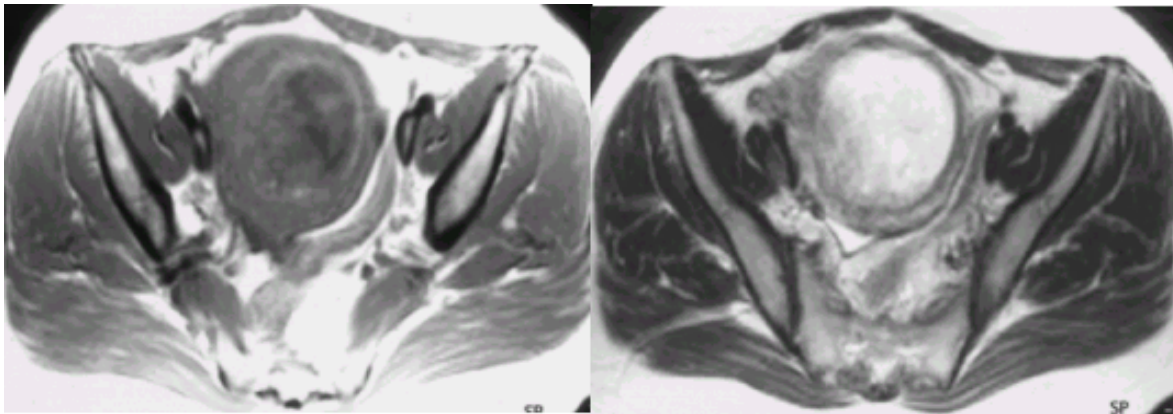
Pelvis MRI shows uterus enlargement (11×8×12 cm) and tiny cystic mass was filled in uterine cavity. The mass shows T₁ low-T₂ bright signal intensity and mesh-like enhancement.
